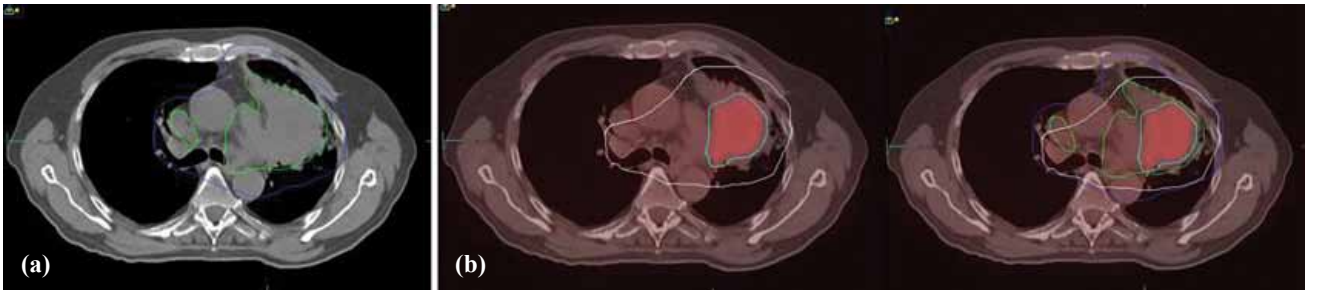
PET-BT cihazları ile aynı sistem üzerinde PET ve BT görüntülerinin birleştirilmesi.
